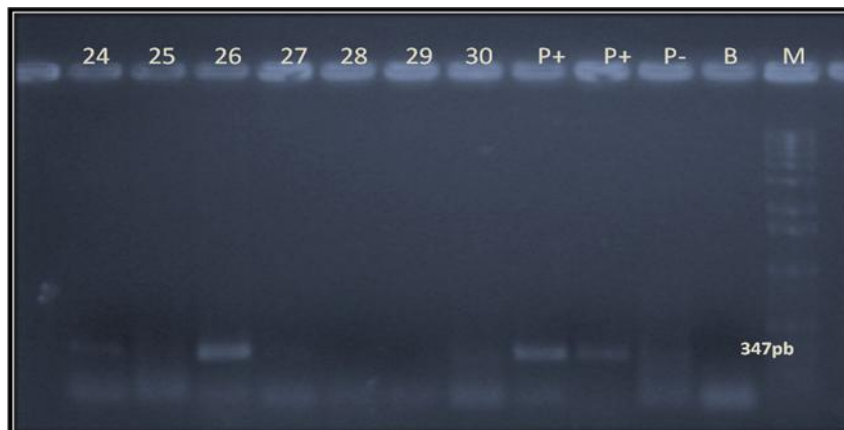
AMPLIFICAÇÃO DE LINHAGENS DE *Aspergillus* sp. COM OLIGONUCLEOTÍDEOS INICIADORES ESPECÍFICOS BT12AwF E BT12AwR PARA *A. westerdijkiae*
